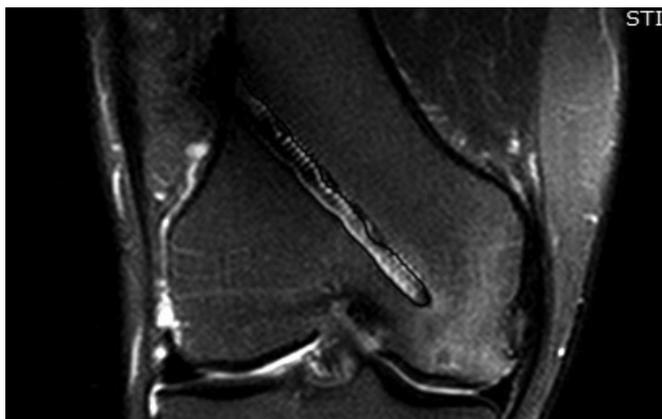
caso 1, RMN a 6 mesi (sinistra) e 1,5 anni (destra) dall'intervento
